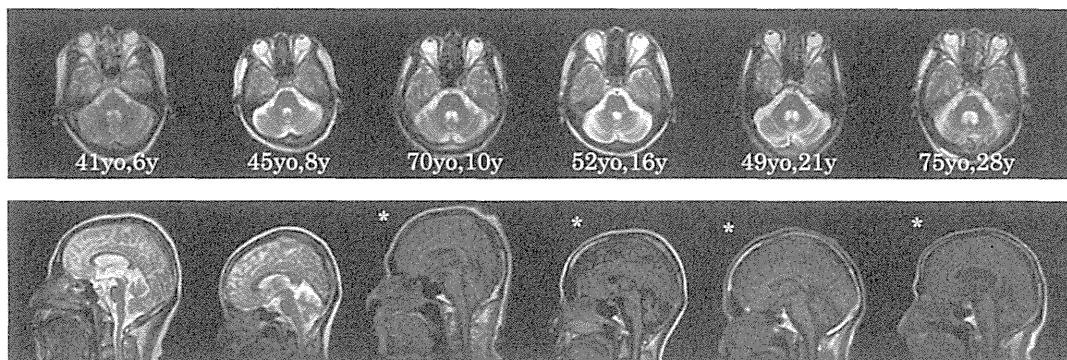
MRI T<sub>2</sub> weighted image (axial, sagittal 1.5 T; TR 4,600 ms, TE 85 ms) of six SCA31 patients (upper rows) and six SCA6 patients (lower rows). T<sub>1</sub> weighted image (sagittal, TR 520 ms, TE 15 ms) were shown in four SCA6 patients (\*).
